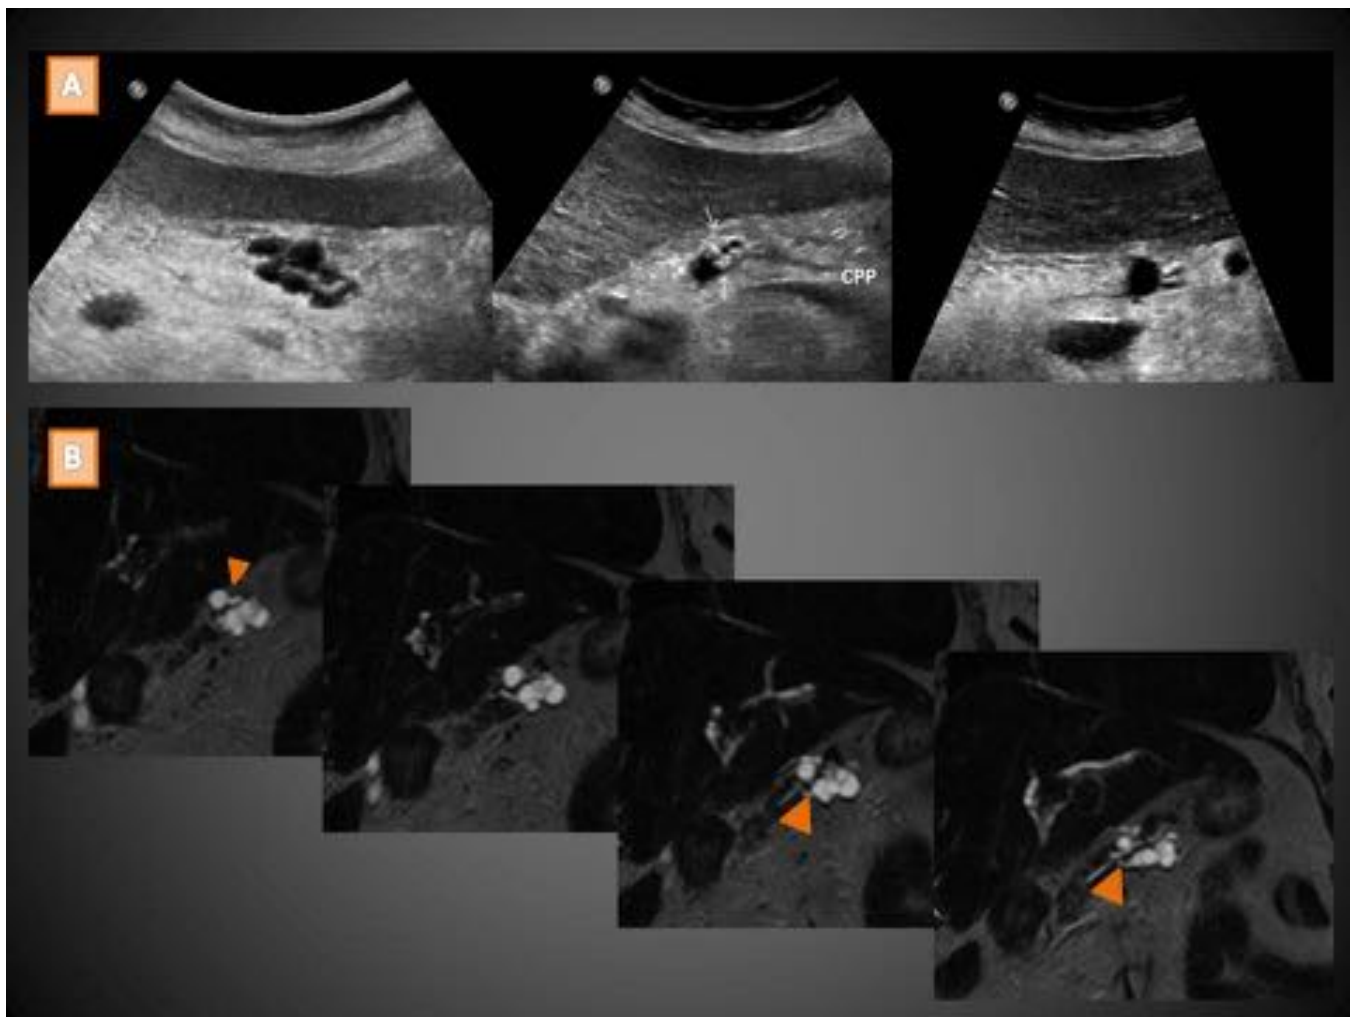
Mujer de 80 años que en ecografía realizada por reagudización de su IRC (A) muestra una LQP en el cuerpo de bordes polilobulados formada por múltiples quistes de hasta 1cm que aunque sugiere cistadenoma seroso parece poder tener una comunicación con el conducto pancreático principal. Se realiza colangioRM (B) que demuestra un aspecto más pleomórfico de la lesión, la cual efectivamente corresponde a conductillos secundarios dilatados que comunican con el conducto pancreático (cabezas de flecha).
